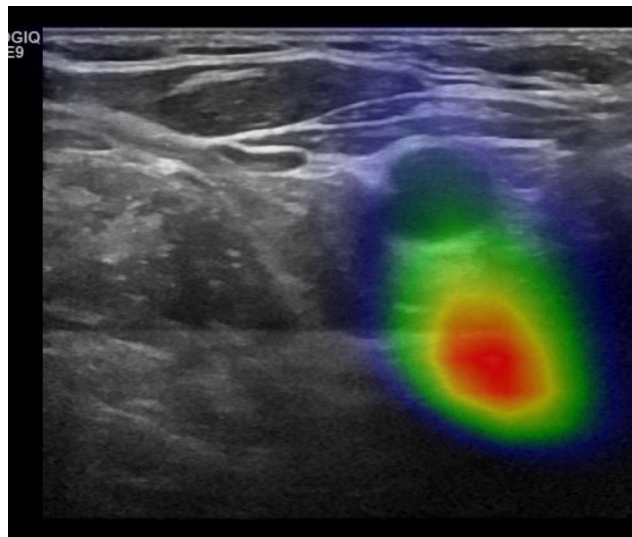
Image de fusion fhSPECT/US du patient #9. Projection et visualisation d'une activité métabolique post-trachéale
